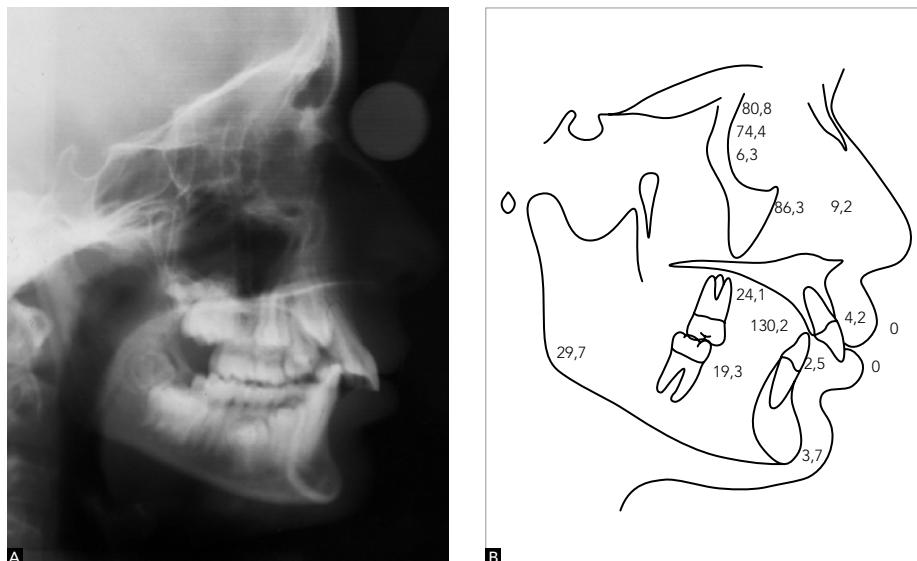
Teleradiografia cefalométrica lateral inicial.
